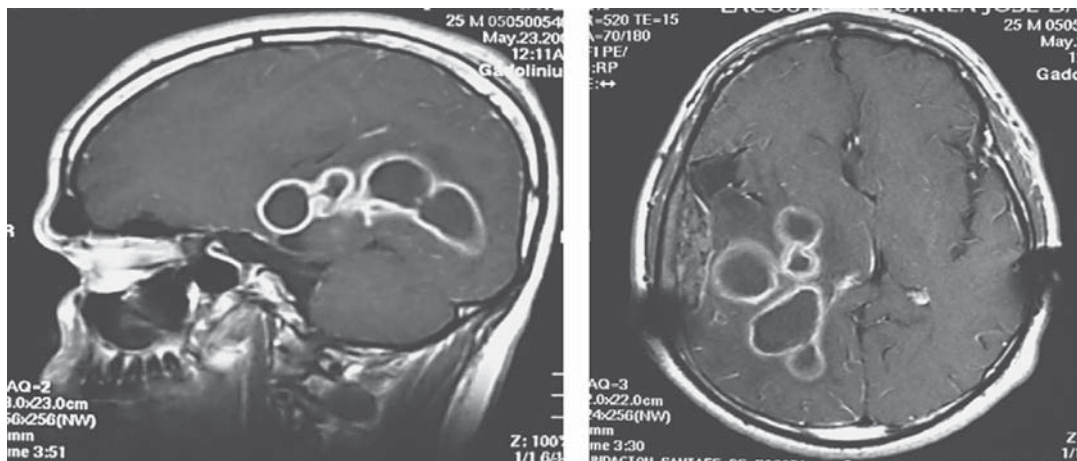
Abscesos cerebrales. Estudio de imágenes por resonancia magnética en un paciente con abscesos cerebrales múltiples por *Pseudomonas*.
